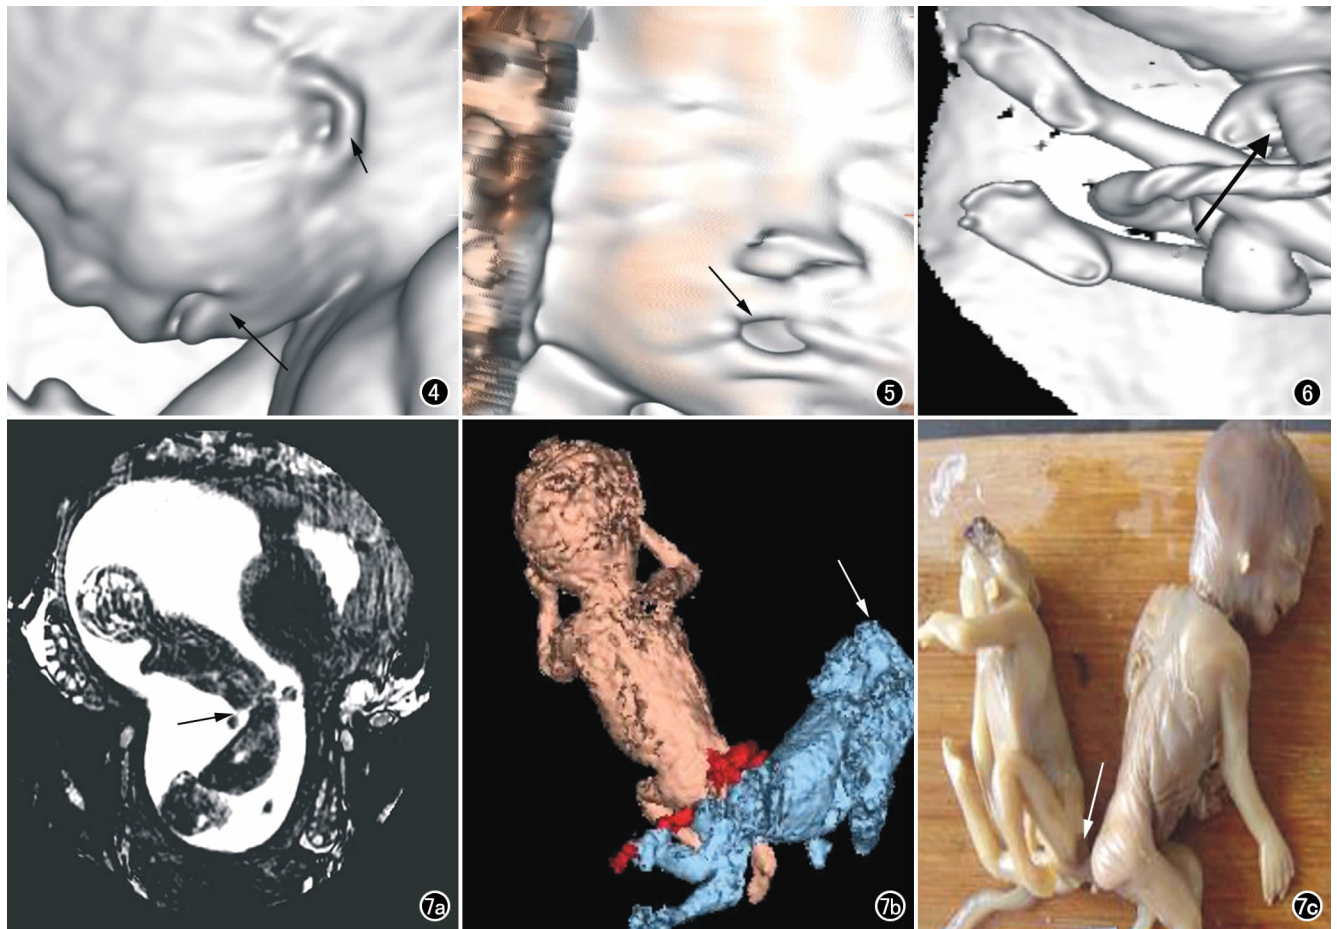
小颌小耳畸形三维 MRI VR 示胎儿小颌(长箭)和小耳畸形(短箭)。图 5 胎儿三维 MRI VR 示胎儿右侧上唇裂隙缺损(箭)。图 6 胎儿肢体多发屈曲畸形。VR 示胎儿手腕屈曲(箭)。图 7 骶尾部联体双胎三维 MRI。a) MPR 示双胎骶尾部联体(箭); b) VR 示双胎之一为无脑儿(箭); c) 引产后标本证实骶尾部联体(箭)及双胎之一为无脑儿。
